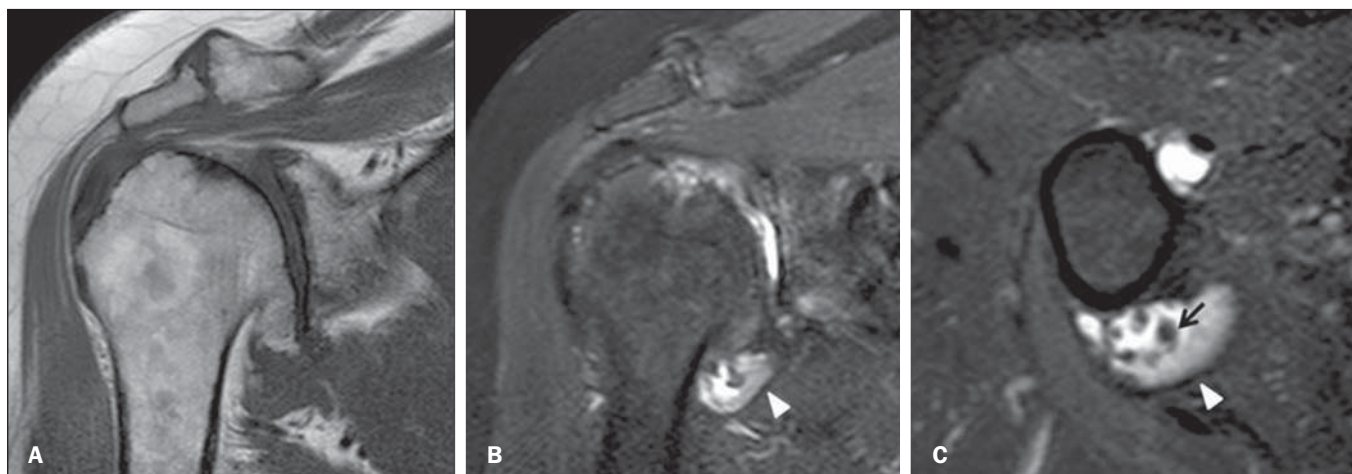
Osteocondromatose sinovial secundária. RM do ombro no plano coronal ponderada em T1 (A), coronal T2 fat sat (B), e axial T2 fat sat (C) demonstrando acentuada alteração osteodegenerativa glenoumeral caracterizada por irregularidade da superfície articular e osteófito marginal na cabeça umeral. Presença de espessamento sinovial no recesso articular axilar com sinal intermediário em T2 (cabeça de seta) e pequenos osteocondromas sinoviais (seta).
